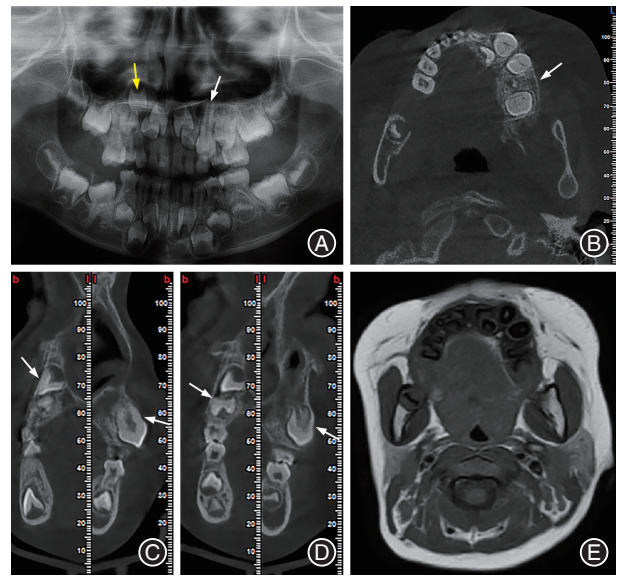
面部先天性浸润型脂肪增殖症病例1影像学检查结果 A:口腔口腔全景曲面体层片示63牙根完全吸收,23 Nolla 8期,23牙尖稍低于牙槽嵴顶(白色箭头),13 Nolla 6期(黄色箭头);B:左上颌牙槽骨较右侧宽(白色箭头);C:CBCT牙颊舌侧垂直切面示13 Nolla 4期(左图,白色箭头),23 Nolla 8期,23牙体远大于13牙体(右图,白色箭头);D:锥形束CT(CBCT)牙颊舌侧垂直切面示14 Nolla 4期(左图,白色箭头),24 Nolla 7期(右图,白色箭头);E:磁共振成像(MRI)左颊部T1脂肪抑制信号均匀,可见明显增厚,左侧上颌牙槽骨较右侧宽。
